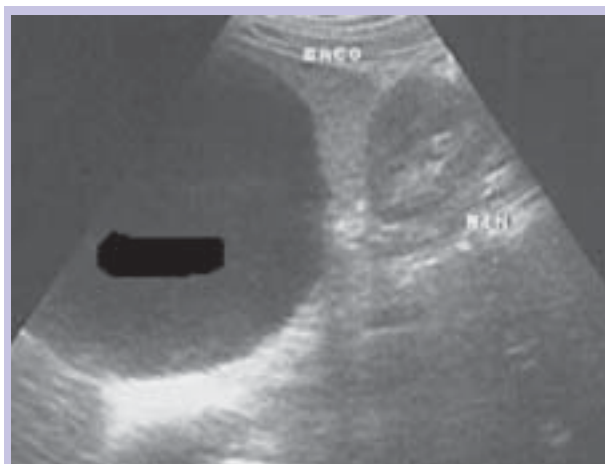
Ecografia abdominal; Volumosa formação quística, predominantemente anecogénica, bem delimitada, com aparente ponto de origem esplénico, moldando o rim esquerdo.
